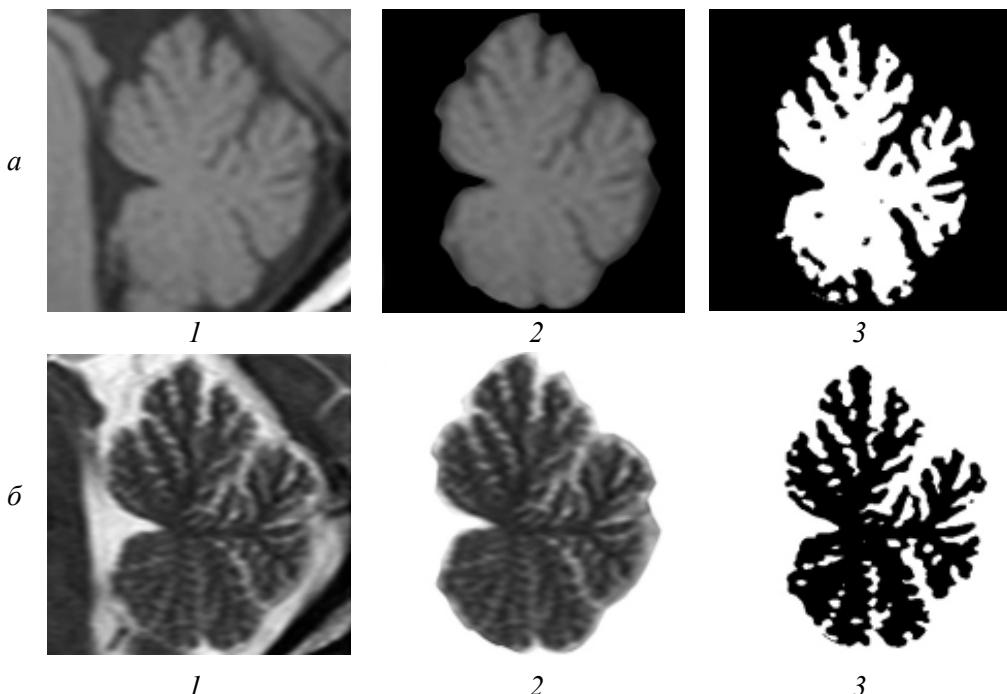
Етапи підготовки цифрового зображення (МР-томограми мозочка людини в режимах Т1 (а) і Т2 (б)) для морфометричного дослідження: 1 – вихідне зображення мозочка; 2 – виділений серединний сагітальний зріз мозочка; 3 – контрастування *arbor vitae*, поріг 100
